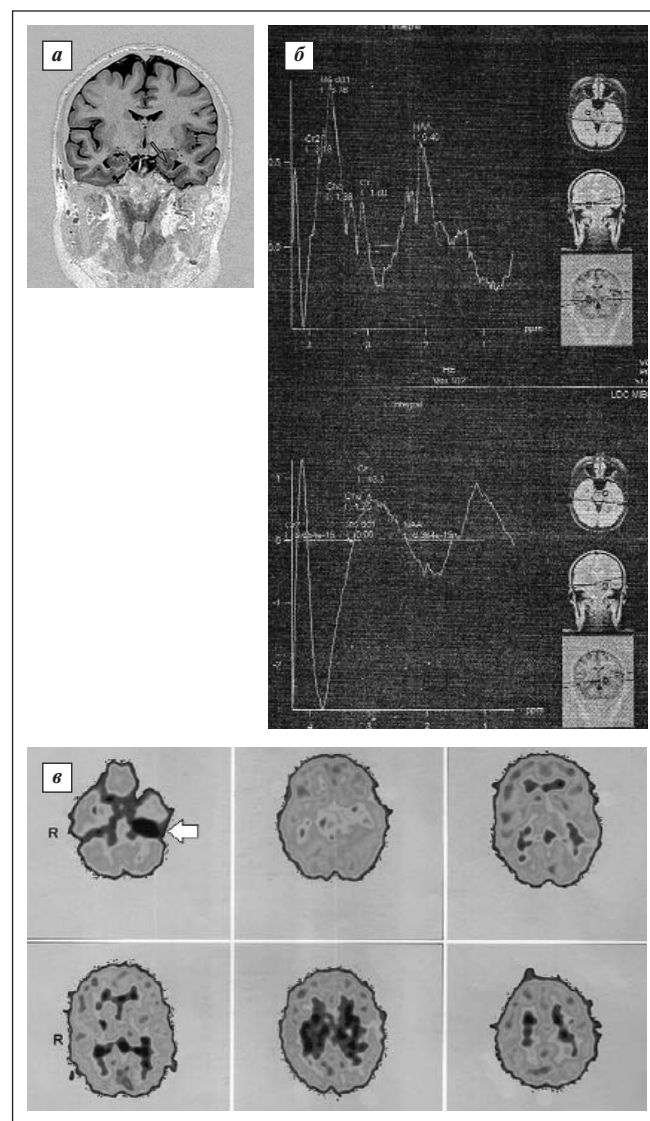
Нейровизуализация головного мозга пациентки М., 25 лет, с фармакорезистентной медиобазальной височной эпилепсией на фоне МТС (претендент на операционное лечение). а — МРТ: МТС слева указан стрелкой; визуализируется уменьшение в объеме левого гиппокампа, структура его неоднородная, архитектура сглажена; б — МРС: отмечено значительное снижение пика NAA в левом гиппокампе, преимущественно в передних его отделах, значительное снижение уровней нейромедиаторов глутамат-глутаминового комплекса и повышение уровня лактата в левом гиппокампе; в — ПЭТ: стрелкой указан очаг гипометаболизма глюкозы в медиобазальных отделах височной доли левого полушария [16]
